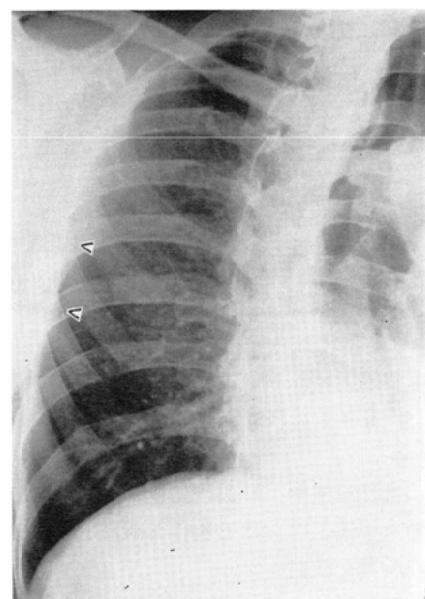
Right anterior oblique roentgenogram of a garage worker aged 41, 16 years after first dust exposure. Arrows show a pleural plaque in profile.
